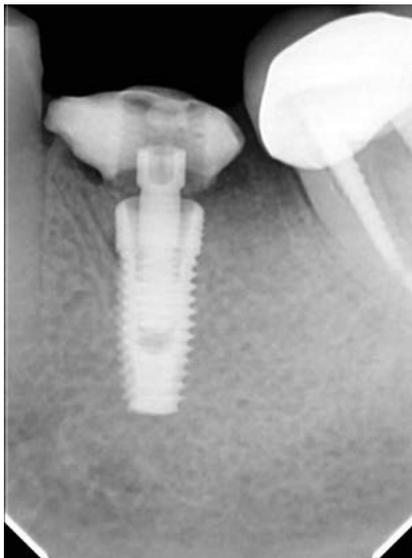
Рентгенограмма после установки имплантата вместе с индивидуальным композитным формирователем десны.
